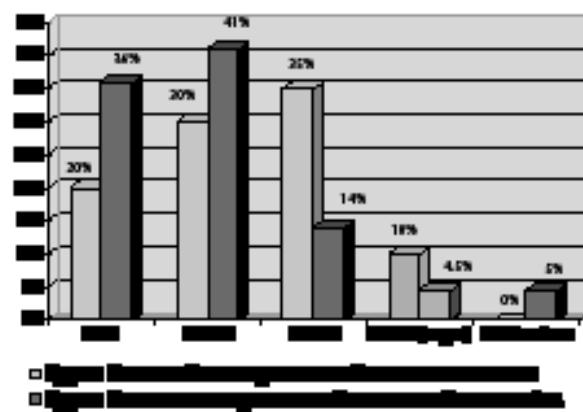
Сравнение степени изменения почечного кровотока в группе больных без гипертонической ангиопатии сетчатки и в группе с гипертонической ангиопатией сетчатки I ст. по данным динамической анионефросцинтиграфии.
